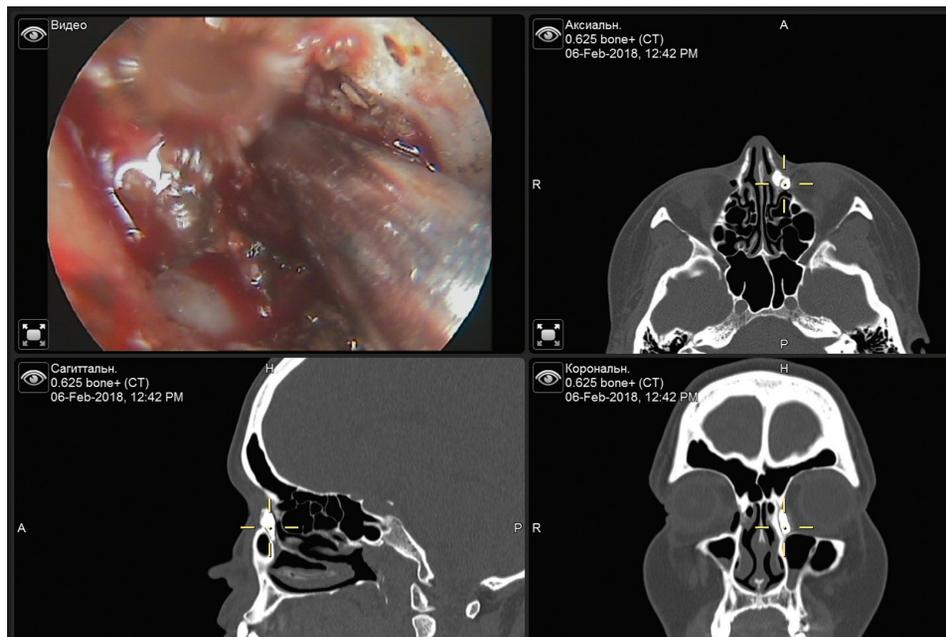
Изображение с навигационной станции, показывающее рентгенологическую и эндоскопическую картину полости носа и слезоотводящих путей
